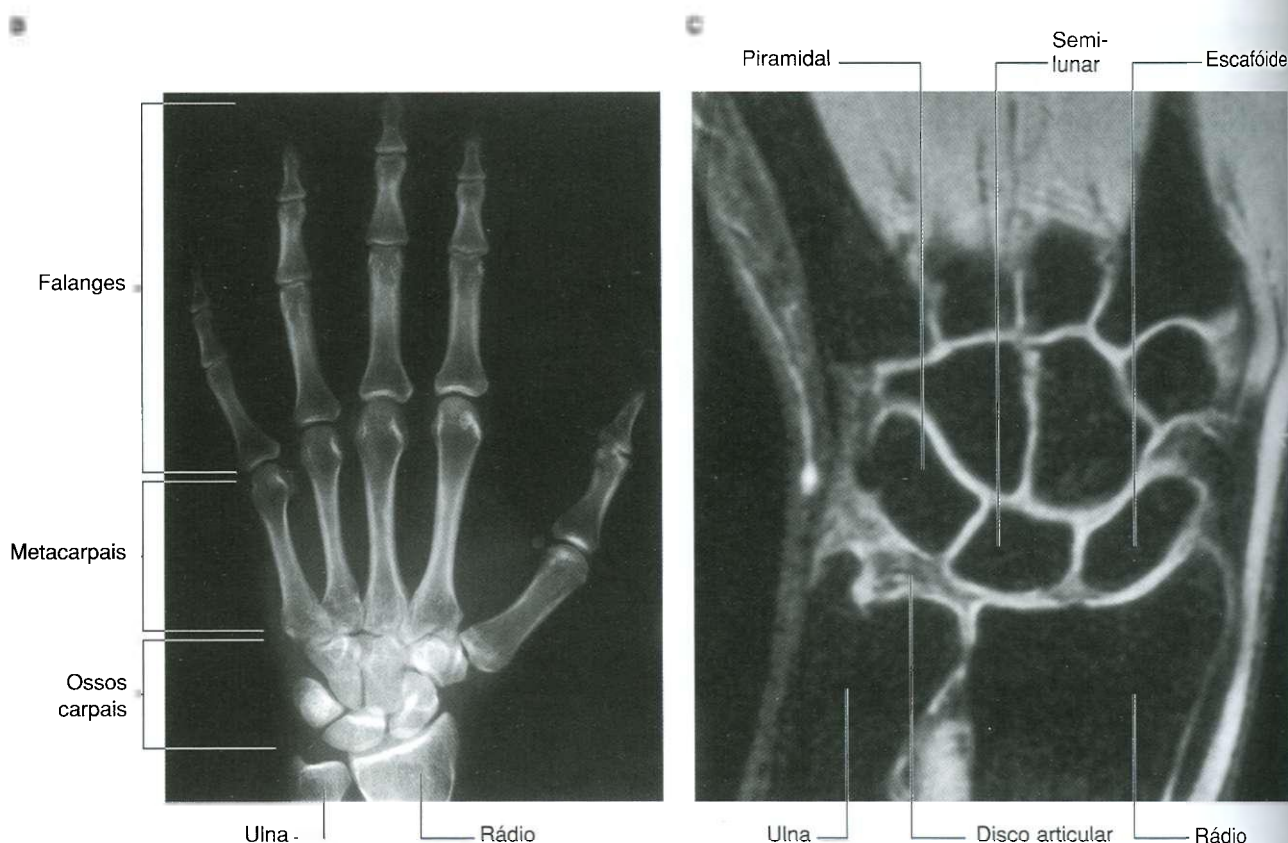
cont. Mão e articulação do punho. B. Radiografia de uma mão normal e articulação do punho (projeção ântero-posterior). C. Ressonância magnética de uma articulação do punho normal, no plano coronal.
